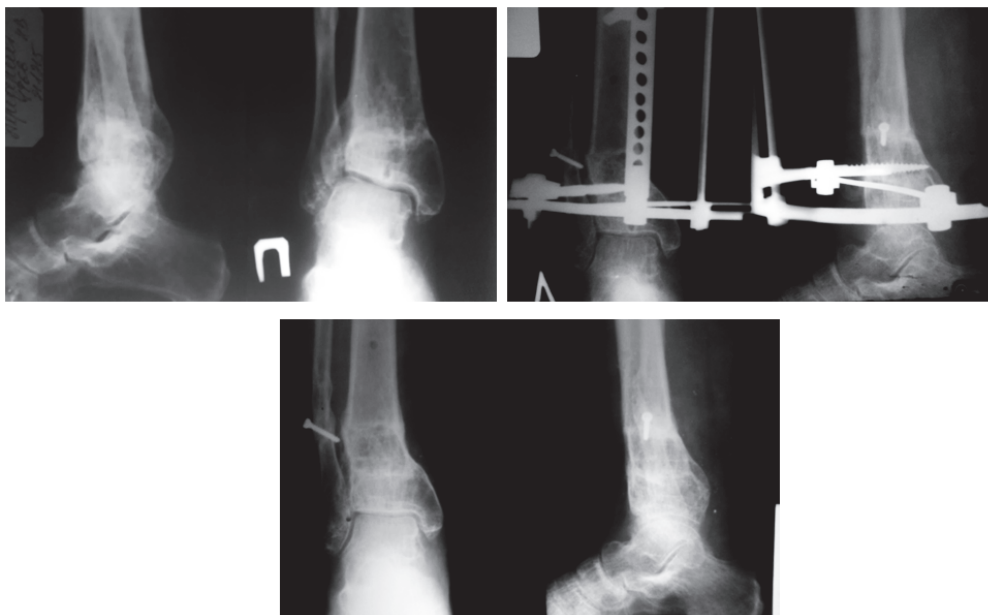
Фотоотпечатки рентгенограмм и вид конечности больной П., 50 лет на этапах лечения: а – при поступлении; б – рентгенограммы на момент снятия АВФ; в – рентгенограммы больной через 6 мес. после операции; г – функция голеностопного сустава через 6 мес. после операции
